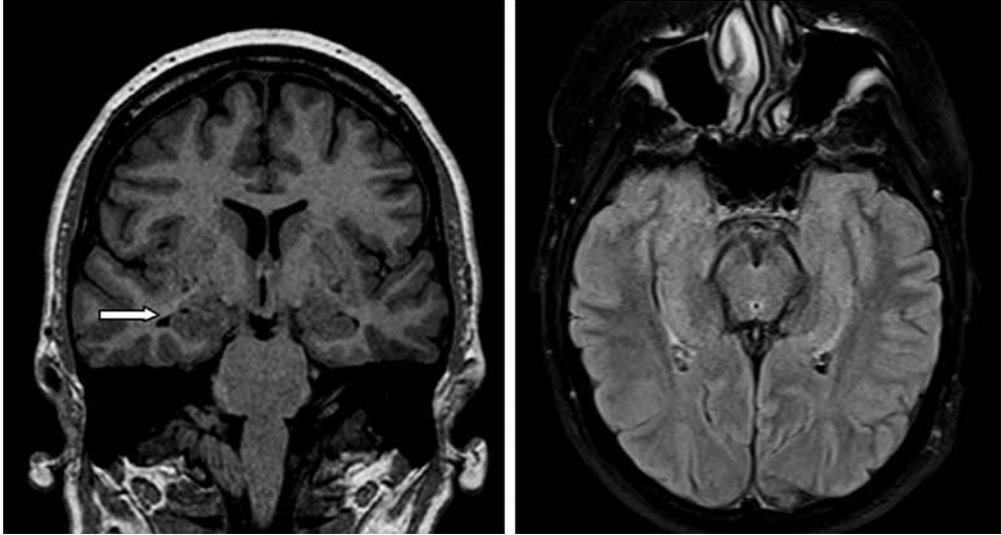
RM cerebral que mostró ligera dilatación asimétrica del asta temporal del ventrículo lateral derecho (flecha gruesa blanca), sin otras alteraciones. (A) Plano coronal en secuencia T1. (B) Plano axial en secuencia T2-FLAIR
